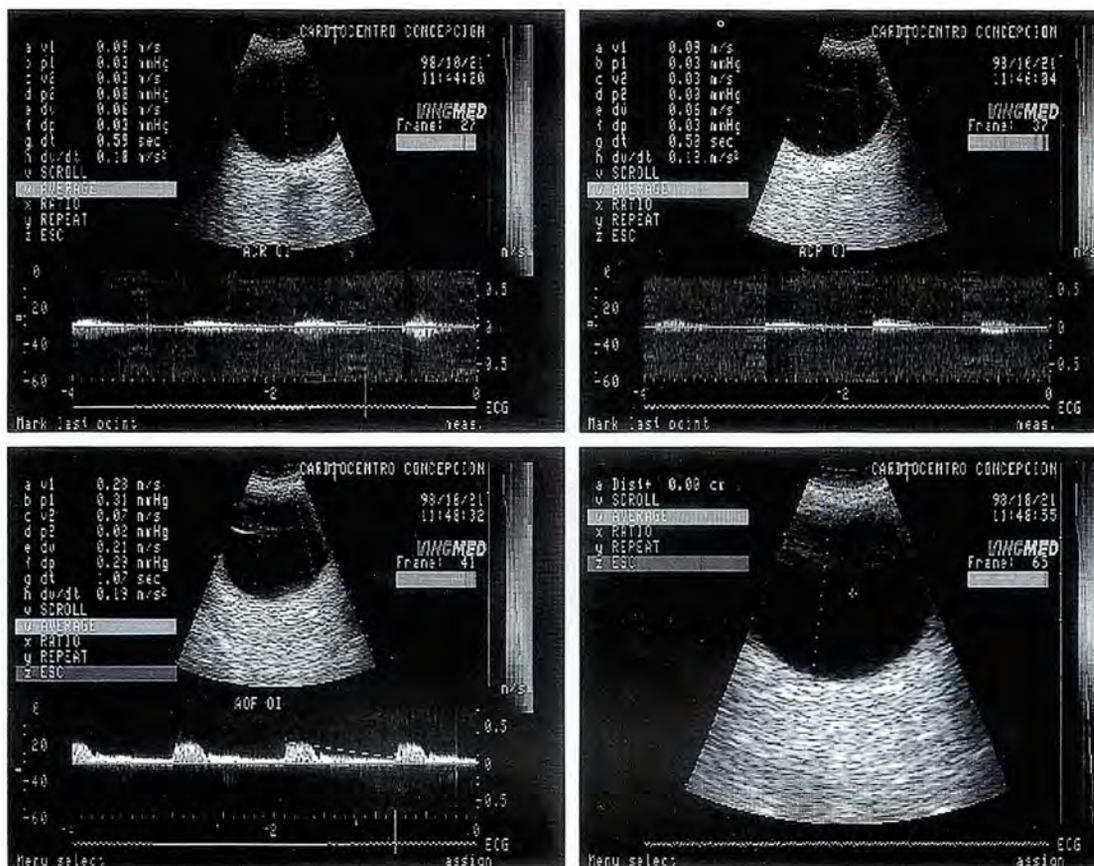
Caso N° 2 Eco Doppler color OD
